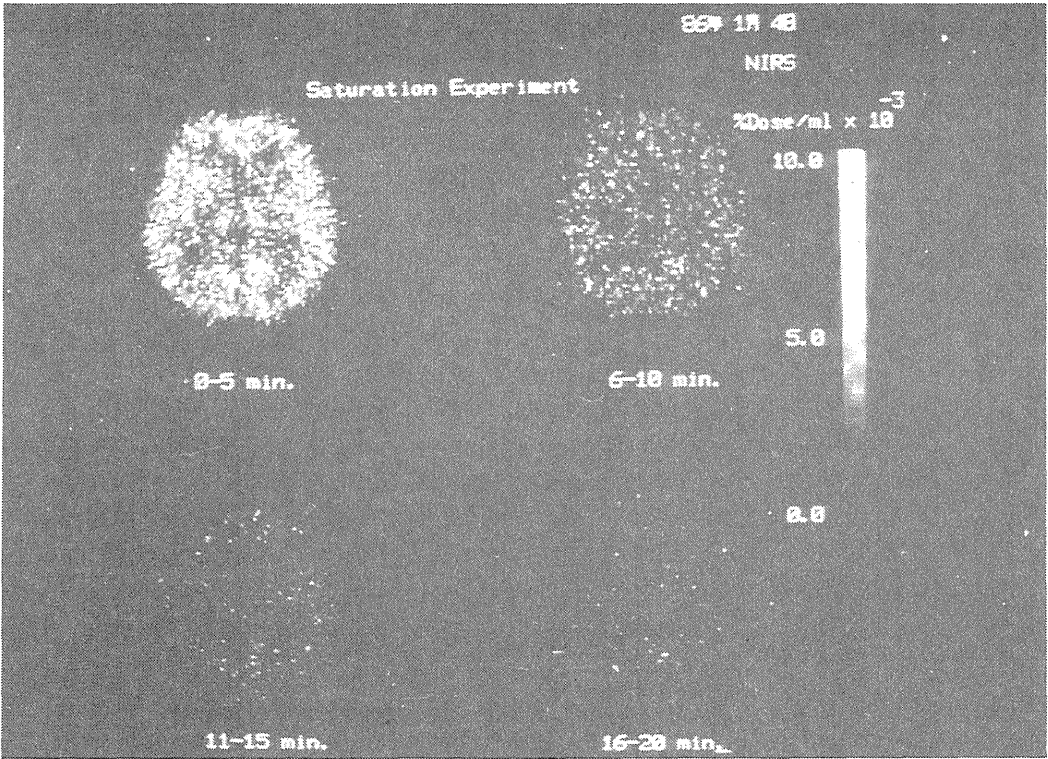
飽和実験におけるポジトロンCT画像(被験者4)。静脈投与後初期には脳内に高く取り込まれる(左上の画像)が、その後すみやかに脳内の ^{11}C は洗い出される。
